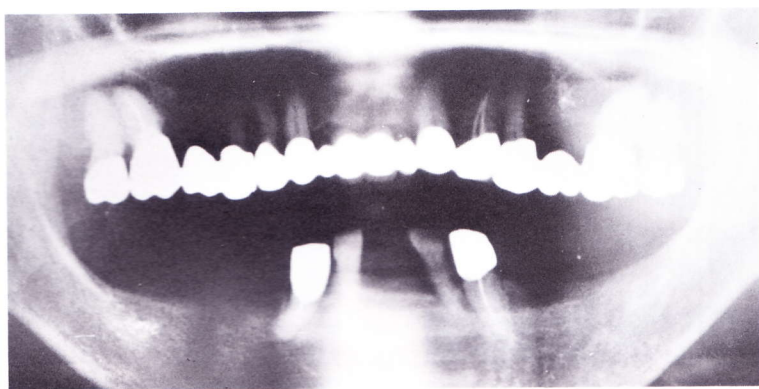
初診時のパノラマX線写真。歯肉縁下の歯石沈着が認められるが、全般的に骨植は良好である。歯冠内齲蝕と歯髄炎のため $\frac{8}{3} \frac{7}{2} \frac{5}{2} \frac{7}{3} \frac{8}{3}$ の歯内療法が必要である
